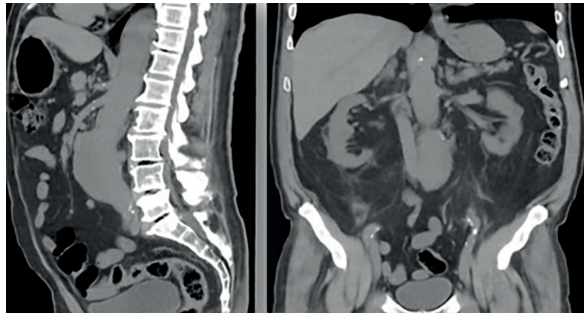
TC pré-operatória com AAA infrarenal em corte sagital e coronal
